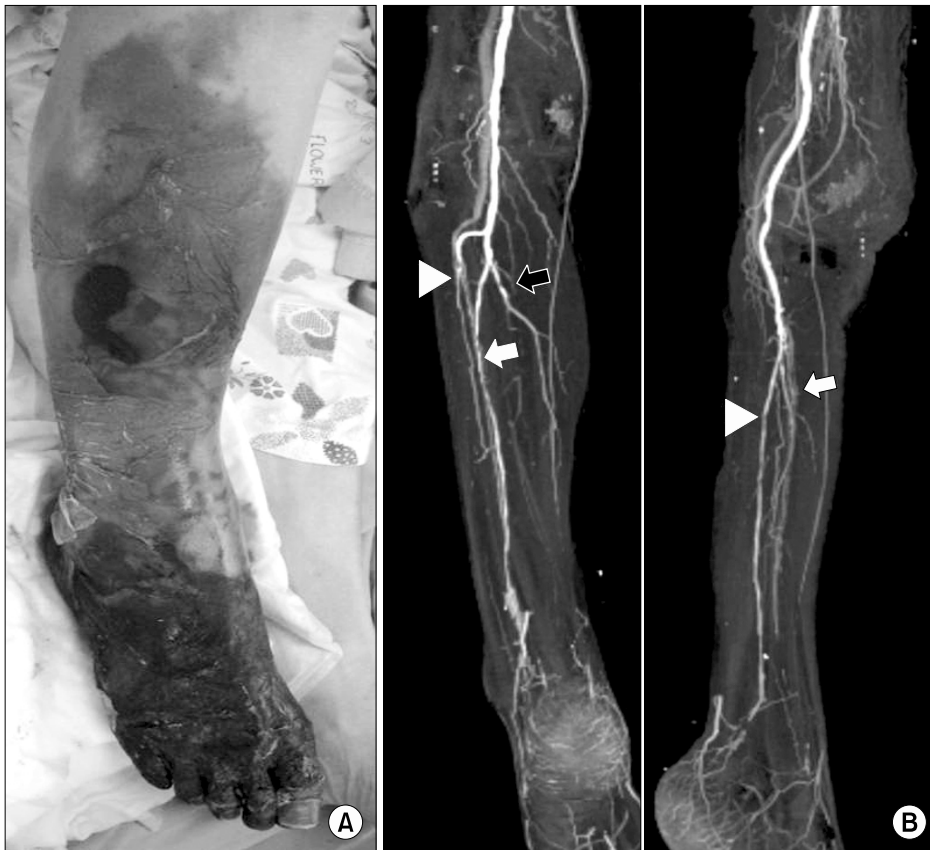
(A) Gross photograph showed necrotic change and bulla formation of the right distal lower extremity. (B) Preoperative CT angiography revealed multifocal stenosis of the right anterior tibial (white arrow), posterior tibial (black arrow) and peroneal artery (arrow head).
